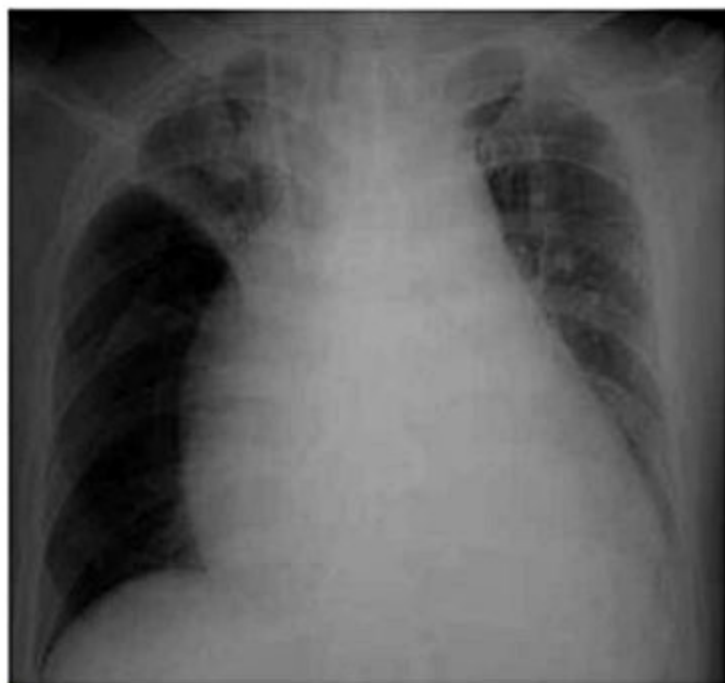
Radiografia de tórax com aumento global da área cardíaca secundário a derrame pericárdico.
